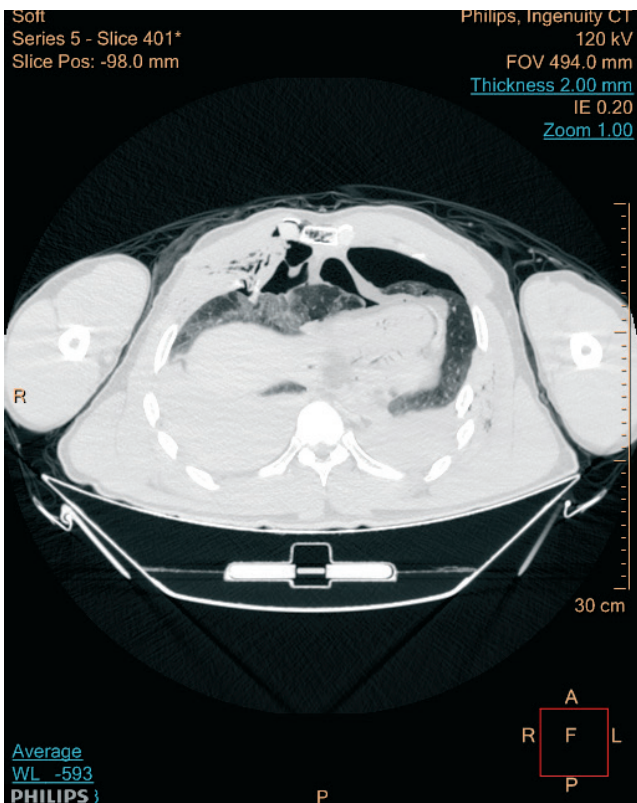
Эмфизема мягких тканей и двусторонний пневмоторакс у гр-на А. (КТ-исследование)
